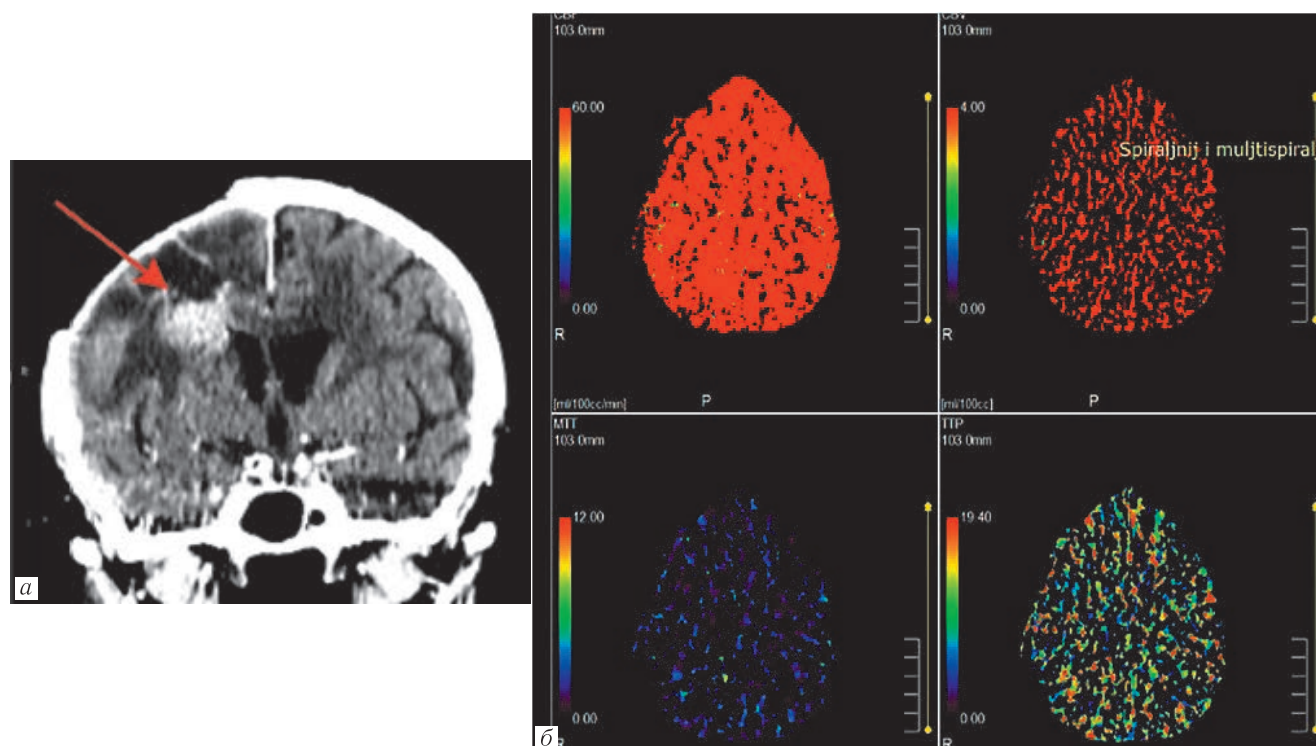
Представлен случай пациентки К. после оперативного и лучевого лечения глиобластомы лобно-теменной области справа. На томограммах с контрастным усилением определяется остаточная опухоль (а).
